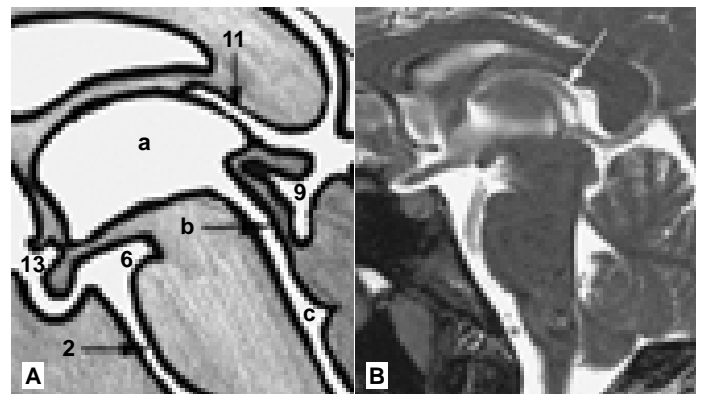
A) Representación esquemática en corte sagital de la cisterna de velo interpuesto (cavum veli interpositi). B) Imagen de RM, sagital. Flecha larga, cisterna del velo interpuesto.
